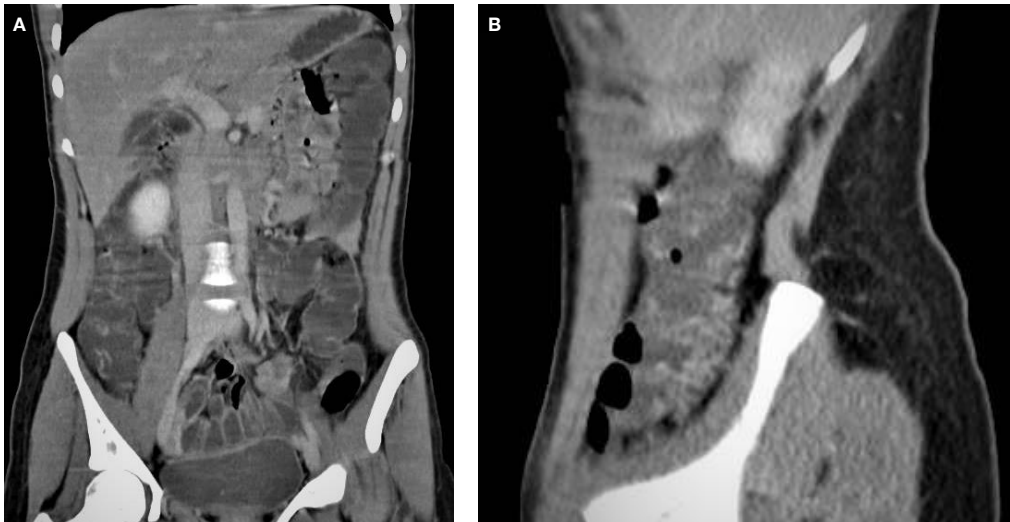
Angiotomografía computarizada. A. Corte coronal. Várices colónicas y engrosamiento y dilatación de ramas de las venas mesentérica superior e inferior. B. Corte sagital. Varices colónicas.
